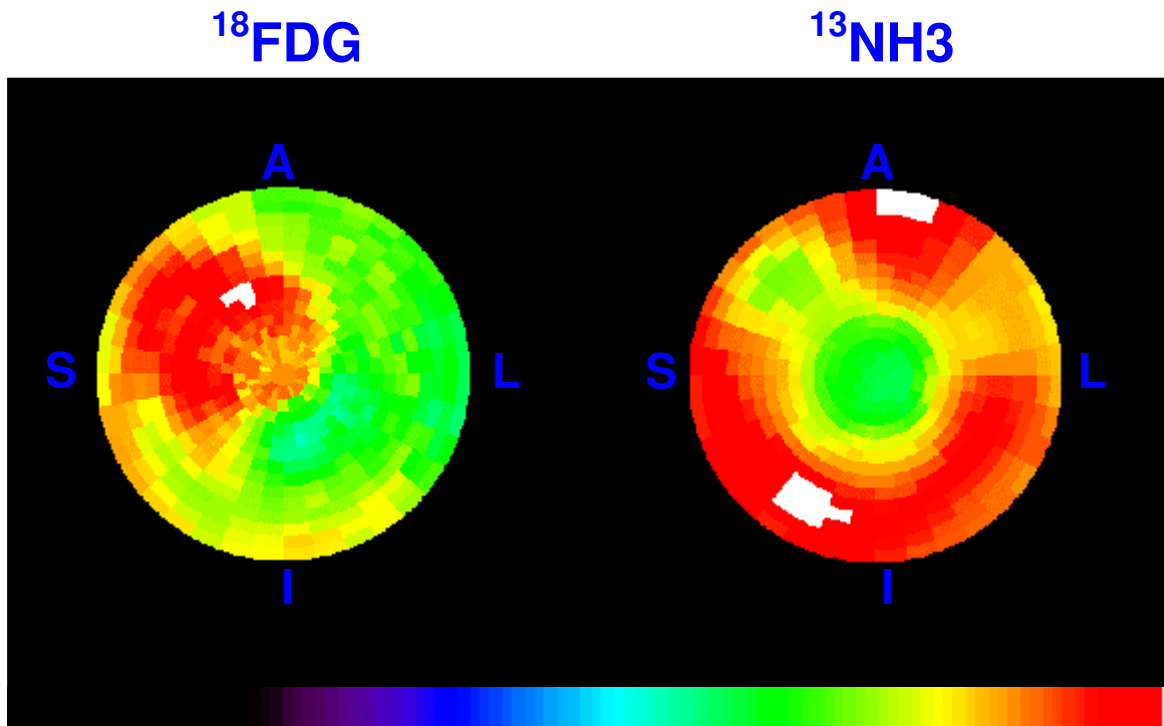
Polaransicht der regionalen myokardialen ^{18}F FDG- und ^{13}N H₃-Aufnahme eines Tieres 28 Tage nach Implantation des Reduktionsstent. In dieser Darstellungsart sind die basalen linksventrikulären Wandsegmente in den äußeren Ringen repräsentiert, während apexnahen Anteile im Zentrum der Karte dargestellt sind. A = anteriore Herzwand, L = Laterale Herzwand, I = Inferiore Herzwand, S = Septum; die Bilder sind auf die maximale Pixeldichte normalisiert; Segmente mit helleren Farben repräsentieren höhere myokardiale Aufnahme. Im Gebiet der LAD findet sich ein großer Aufnahme-defekt für NH₃ (ca. 20% des linken Ventrikels); im selben Areal ist die ^{18}F FDG-Aufnahme deutlich erhöht.
